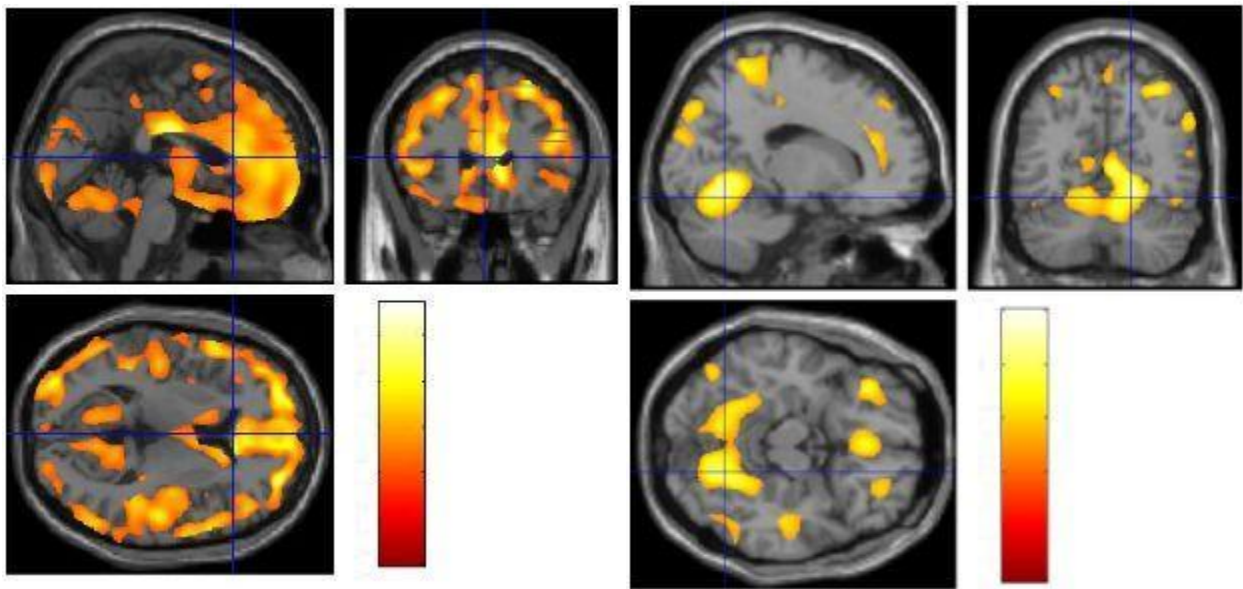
Negative Korrelation zwischen Alter bei Beginn und MRT (Standard)
